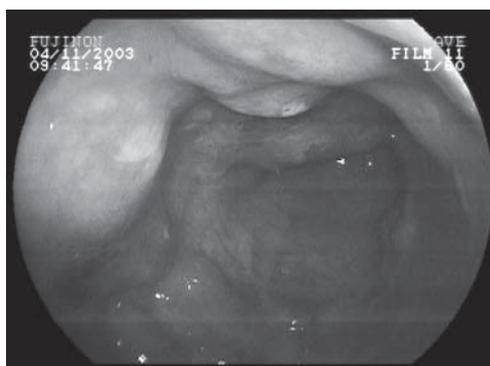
Die Abbildungen auf der linken Seite zeigen die endoskopischen Befunde bei der Erstuntersuchung mit flach polypösen, teilweise exulzerierten (a) Rektum-Schleimhautverdickungen, die nach proximal im Sigma (b, c) abnehmen. Die Abbildungen auf der rechten Seite (d, e) zeigen die computertomographischen Befunde der Luftsinschlüsse (schwarz) in die Darmwand des Rektums und Sigmas (der Pfeil markiert ein besonders prominentes Beispiel).
